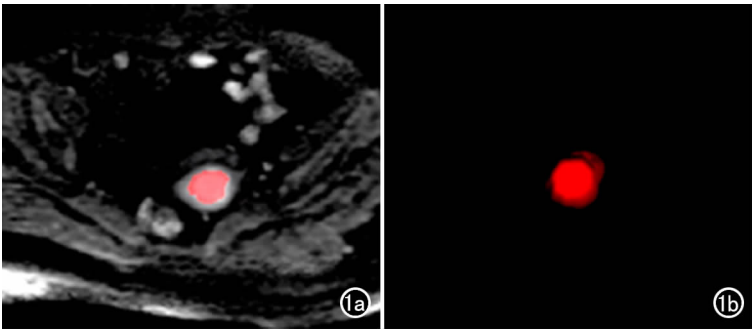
EC 患者,女,56 岁。a)在 DWI 图像上沿着 EC 病灶的边缘勾画 ROI;b)软件自动生成病灶全域 VOI。
